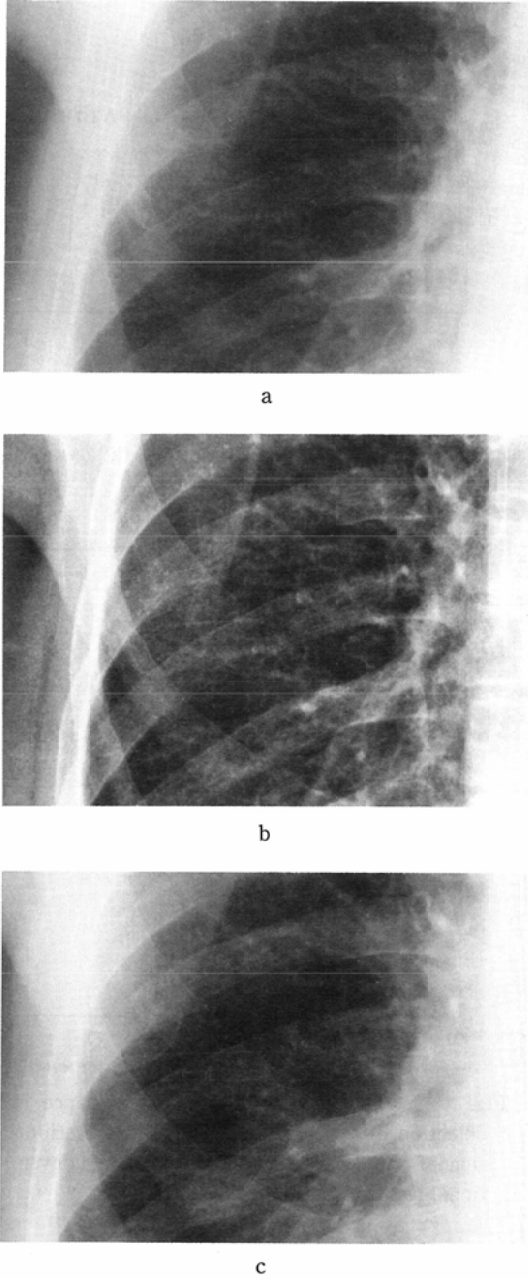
An example of poor visibility of the minor fissure on normal (a) and processed (b) images of FCR compared to that on conventional radiograph (c).
